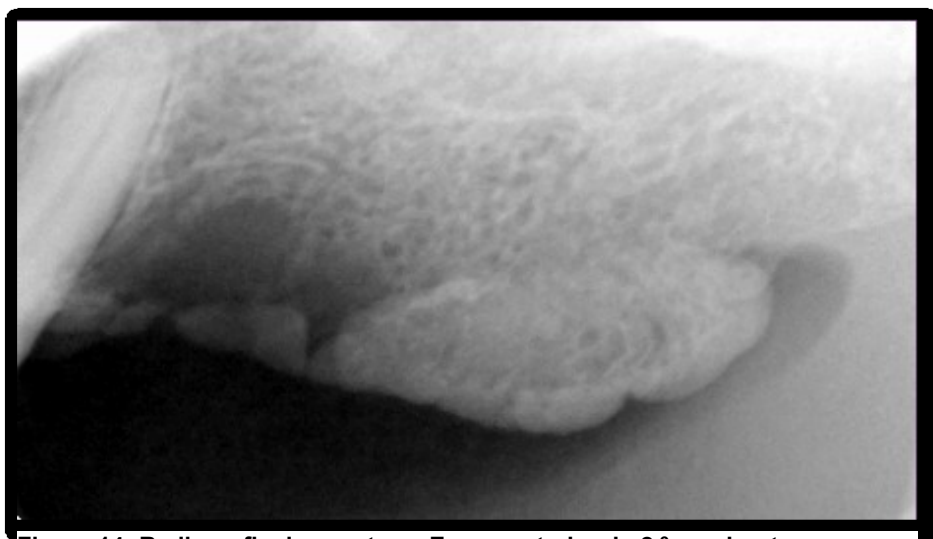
Radiografia da exostose. Zona posterior do 2.º quadrante
